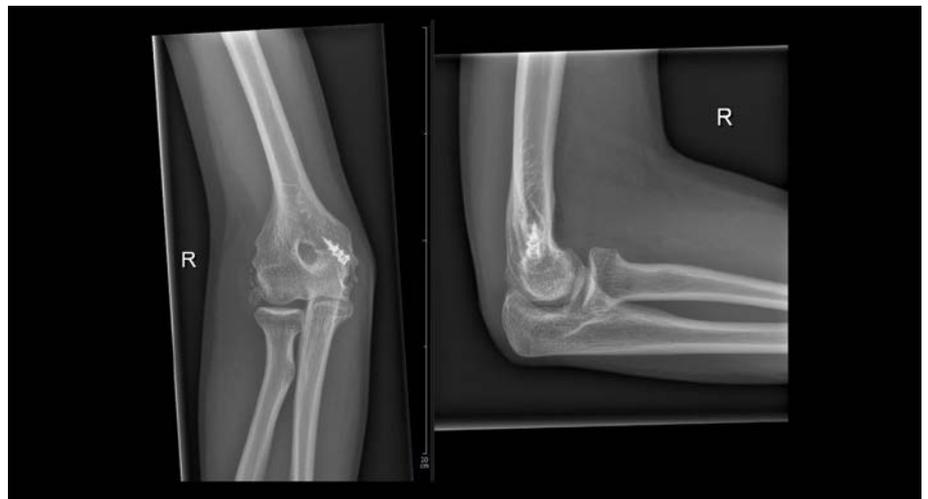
Röntgenbild ap, seitlich, 1 Jahr nach Operation
